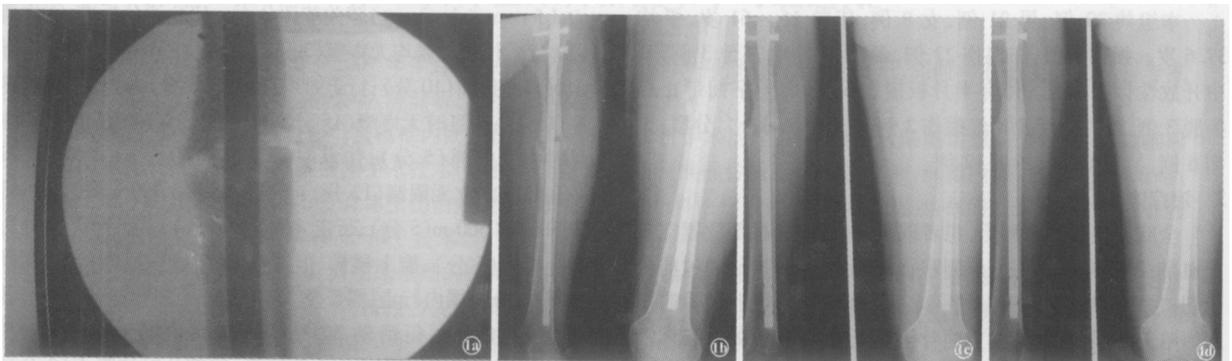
患者,女,18岁,股骨干骨折交锁髓内钉内固定术后8个月,骨折线清晰,周围无骨痂生长 1a 微创植骨手术中X线片;1b 术后第2天骨折线周围可见植骨块;1c 术后3个月可见骨痂形成;1d 术后6个月骨折线消失,骨折愈合
